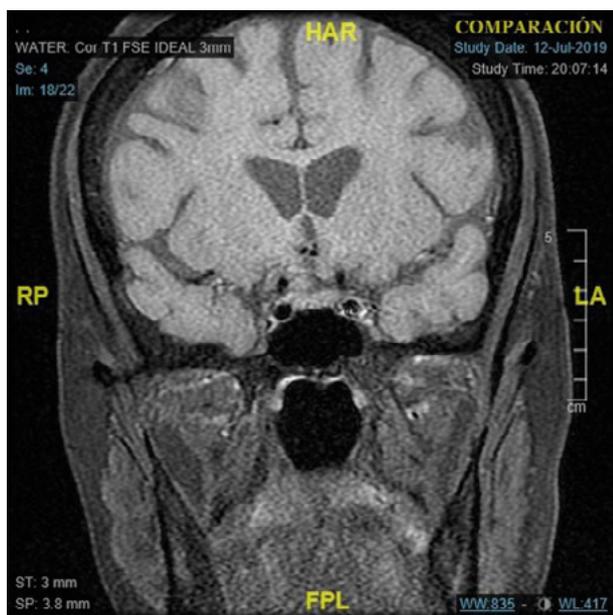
Meningioma: Resonancia magnética. Secuencia potenciada en T1 donde se aprecia extensión clinoidea del meningioma de la vaina del nervio óptico derecho.
